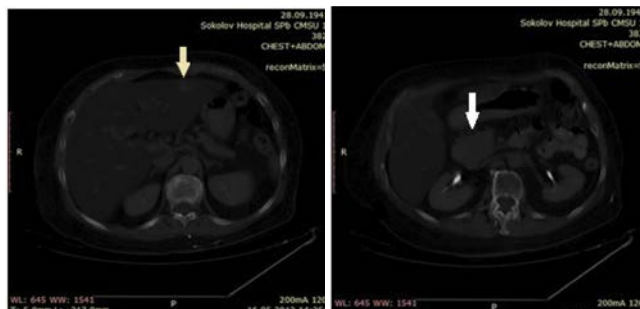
КТ брюшной полости от 16.05.2013
